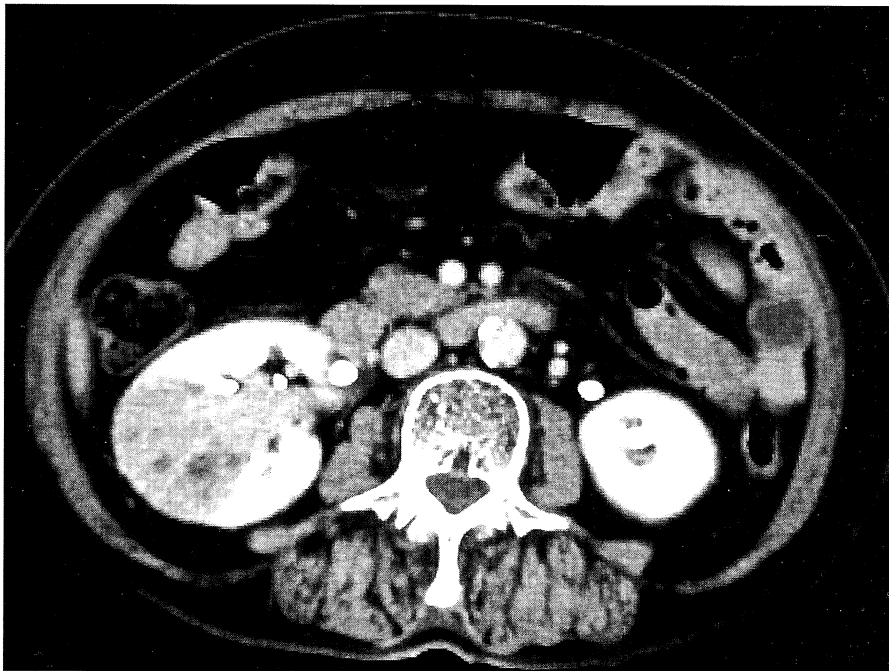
Contrast-enhanced CT of abdomen showed heterogenous enhanced tumor in the right kidney.
